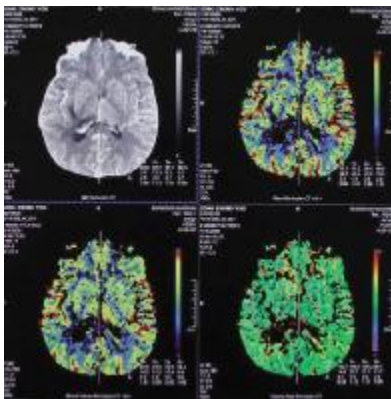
术后第 5 月 CT 灌注示右颞叶血流灌注较术前明显改善, rCBF、rCBV、rTTP 分别为 0.98、1.02、0.90
